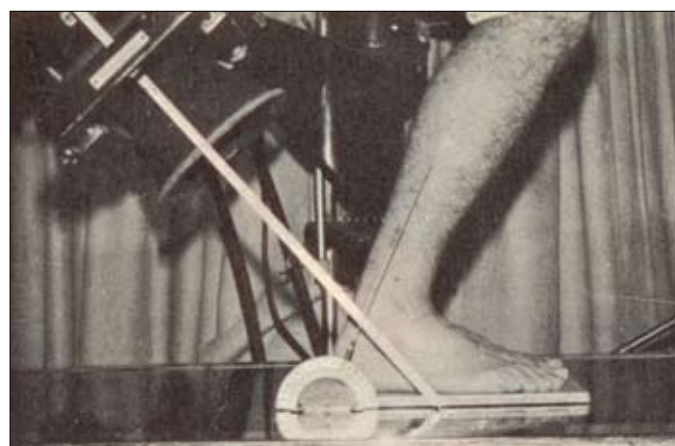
Posição do paciente e do tubo de raios X para a obtenção da radiografia axial posterior.
